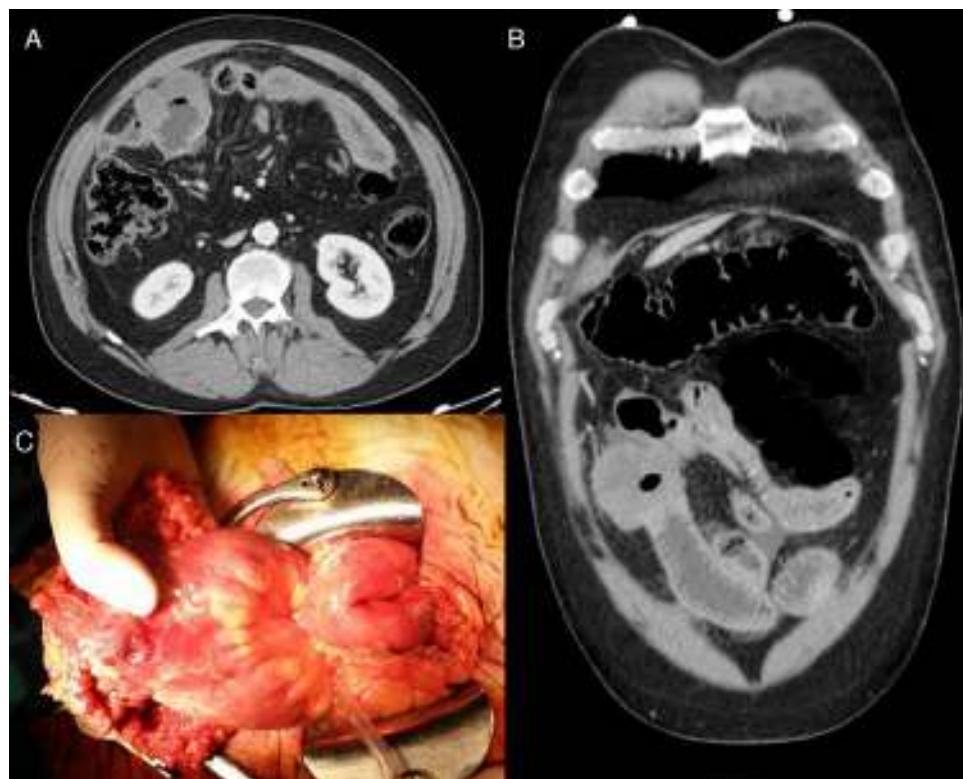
A) TC abdominal, corte axial: engrosamiento de un asa ileal localizada en fosa ilíaca derecha que condiciona dilatación intestinal en asa cerrada. B) TC abdominal, corte coronal: neumoperitoneo y líquido libre interasas. C) Pieza quirúrgica: segmento ileal con perforación contenida parcialmente por el epiplón mayor.
